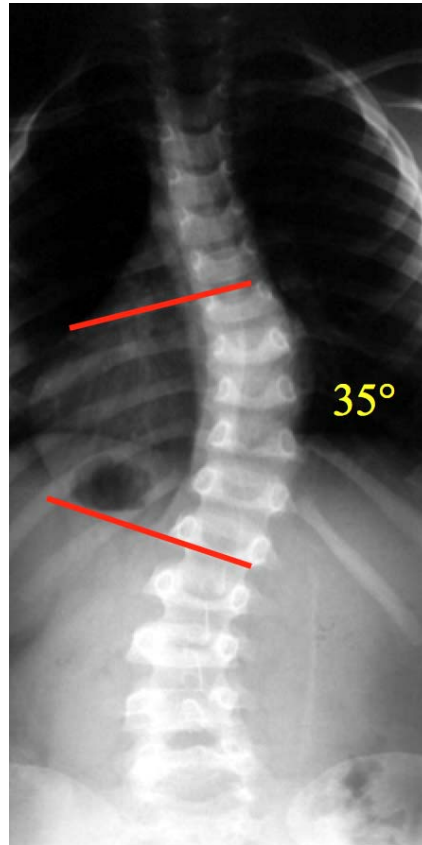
5 Évaluation de l'angle de Cobb sur radiographie.
